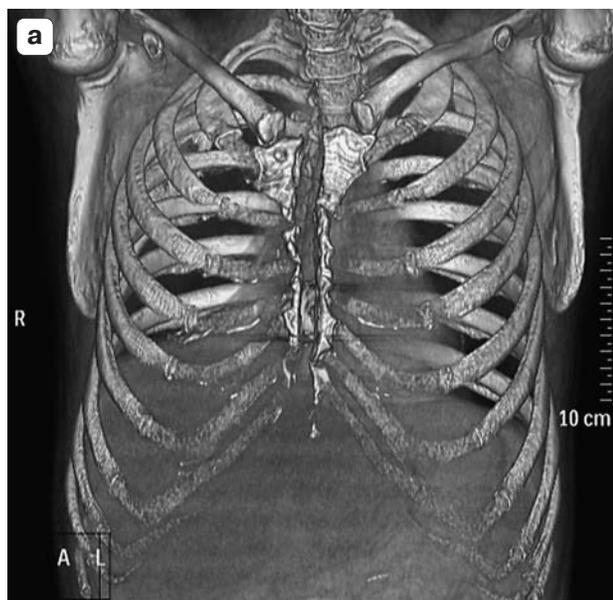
3D-МСКТ. а – полный продольный диастаз и поперечная фрагментация грудины; б, в – асимметричная стернотомия.
